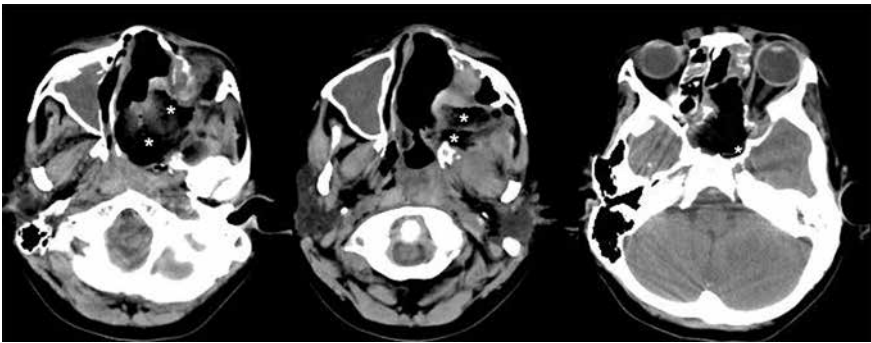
МСКТ (коронарная проекция) на четвертые сутки после операции. Визуализируется большая послеоперационная полость, звездочки (*) указывают расположение жирового тела щеки в области дефекта
